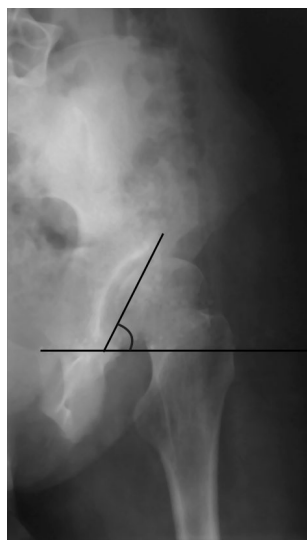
Угол наклона вертлужной впадины в сагиттальной плоскости на рентгенограмме тазобедренного сустава, выполненной в «косой» проекции
